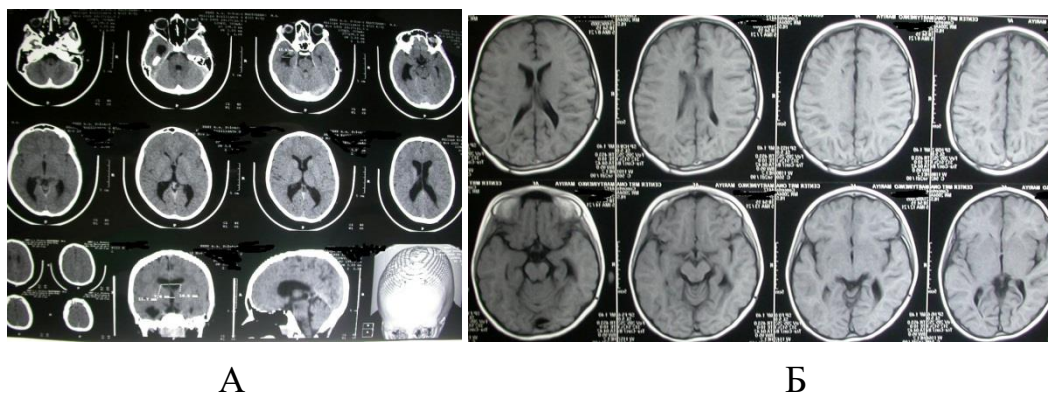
А — СКТ головного мозга; Б – МРТ головного мозга. Заключение: желудочки мозга и субарахноидальные пространства обычной формы, регресс гидроцефалии
